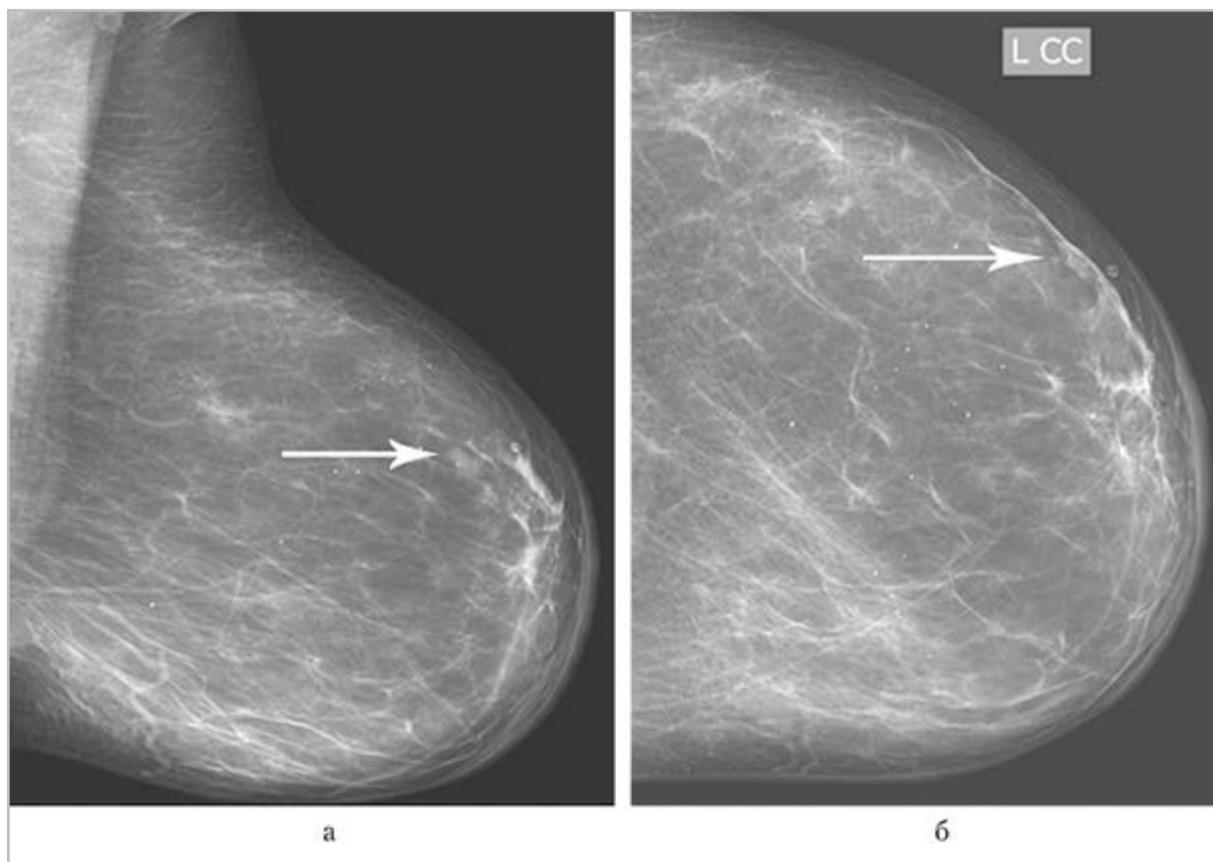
Рентгенограммы левой молочной железы: *а* — косая проекция; *б* — прямая проекция. Фрагментарное утолщение кожи и ареолы. Образование isodens. РМЖ (белые стрелки)
